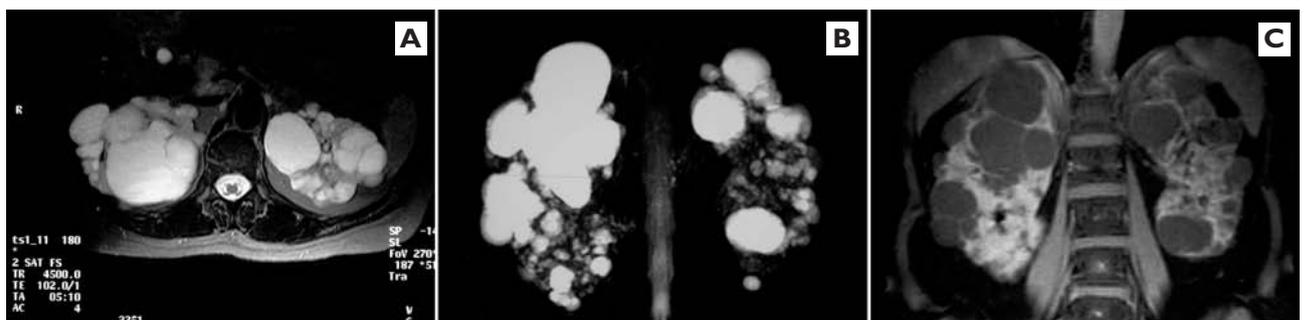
Polykystose autosomale dominante, images IRM
